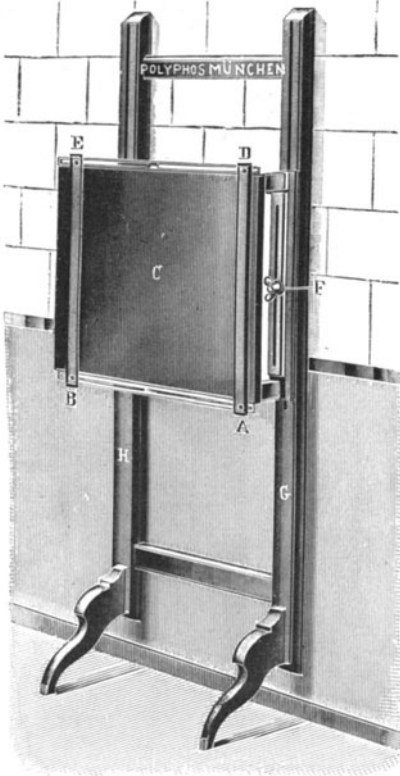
Plattenträger nach Rieder für Röntgenogramme im Stehen und Sitzen. Die Plattenhaltevorrchtung (C) ist in der Höhe verstellbar und durch Gegengewicht ausbalanciert. Die zur Aufnahme benötigte Platte wird durch die beiden seitlich verschiebbaren federnden Leisten (B E) und (A D) festgehalten.
